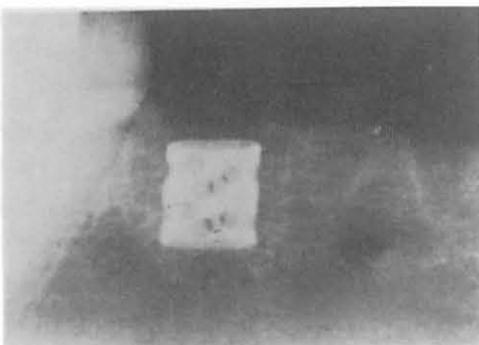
X-ray Image of Test Piece inserted 9 Months ago
